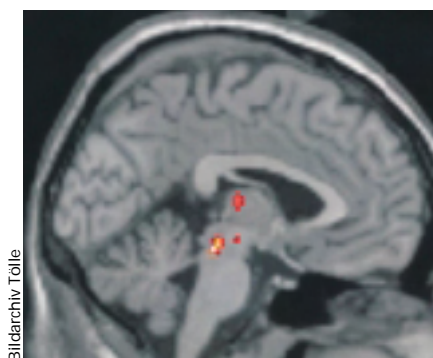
Bei einer Clusterkopfschmerzattacke werden Regionen im posterioren Hypothalamus, periaquäduktalen Grau und Thalamus aktiviert (H<sub>2</sub>15O-PET, SPM-Analyse, p<0,001), siehe Seite 2.
